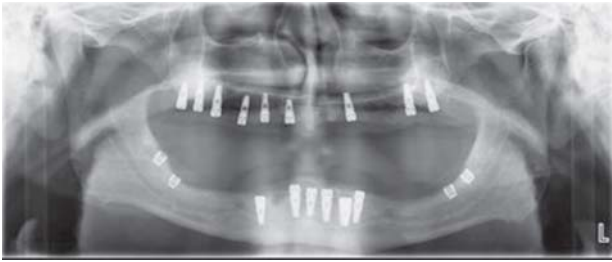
Рентгенограма після імплантації через три місяця.
